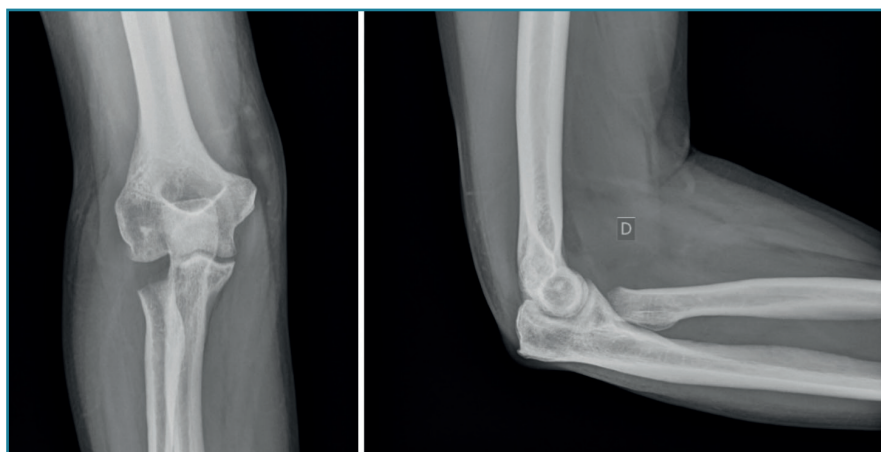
Ejemplo de resección de la cabeza del radio en una fractura conminuta con lesión condral en cóndilo humeral. La radiografía muestra la evolución al año.
